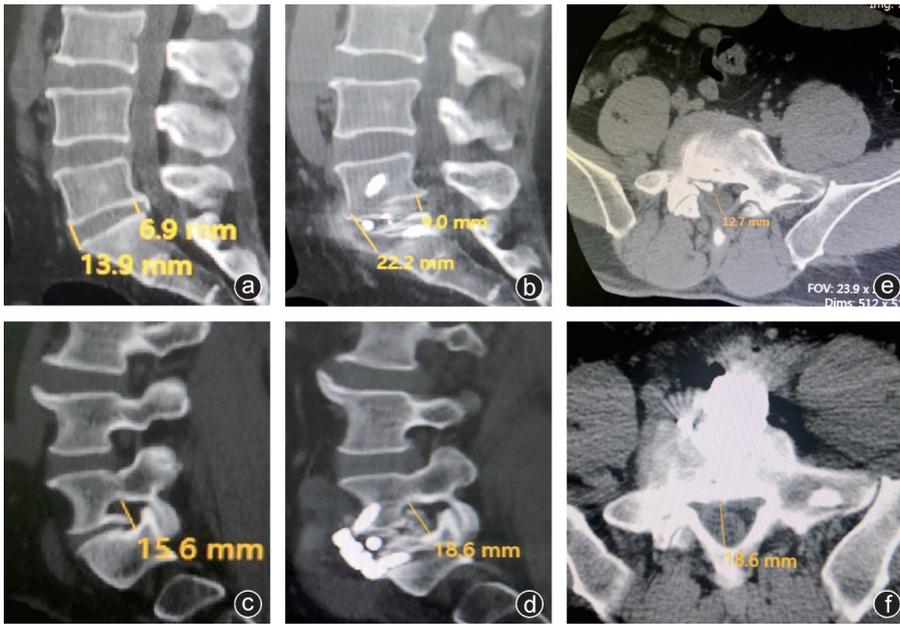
术后1周和术前的影像学指标比较,椎间高度、椎间孔高度和椎管矢状径均较术前明显改善 a、b:CT矢状位示术后椎间隙高度较术前明显增加,前后缘平均值由术前的10.4 mm到术后的15.6 mm;c、d:CT矢状位示术后椎孔高度较术前明显增加,由术前的15.6 mm到术后的18.6 mm;e、f:CT横断位示术后椎管矢状径较术前明显增加,由术前的12.7 mm到术后的18.6 mm
